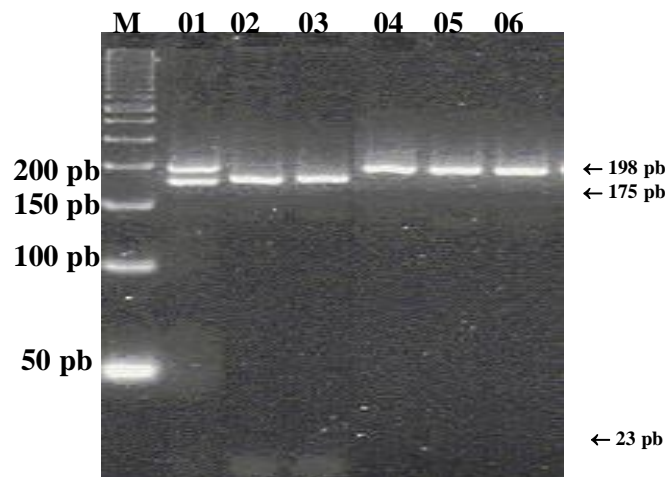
Eletroforese em gel de poliacrilamida a 7% demonstrando os fragmentos obtidos após a digestão com a enzima de restrição *Hinf I* do produto da PCR para a investigação do polimorfismo C677T no gene da *MTHFR*. Posição M = marcador de pares de base *Ladder* de 50. Posição 01 = indivíduo heterozigoto (CT); posições de 02 e 03 indivíduos homozigotos (TT); posição de 04 a 06 indivíduos com o genótipo selvagem (CC).
